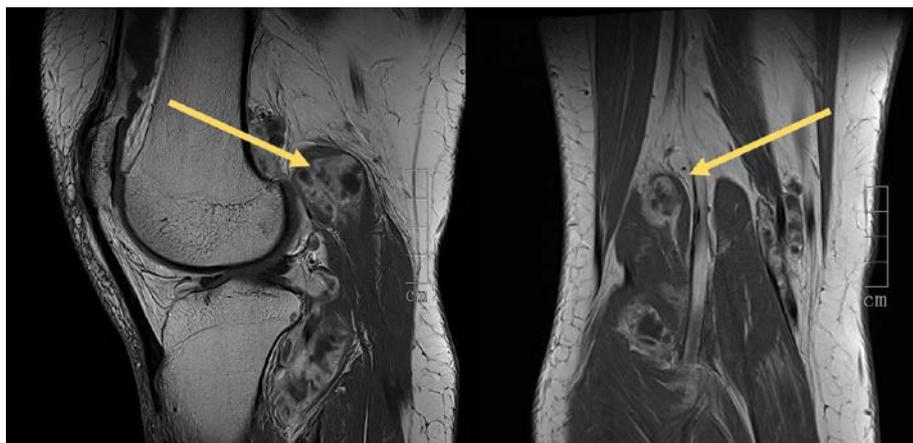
MRT-Bilder eines intra- und extraartikulären TSRZT am Kniegelenk
